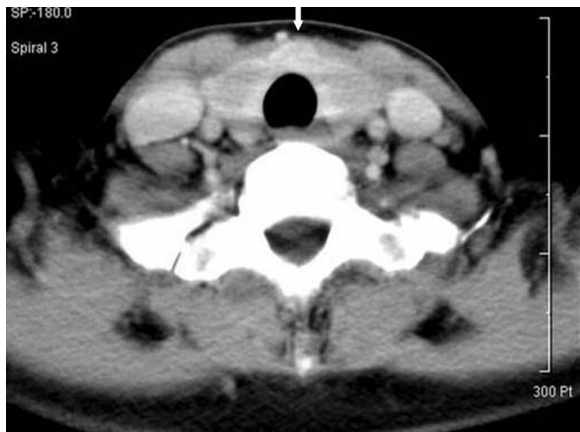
Computed tomography of the neck shows soft tissue mass in isthmus of thyroid gland (arrow)
